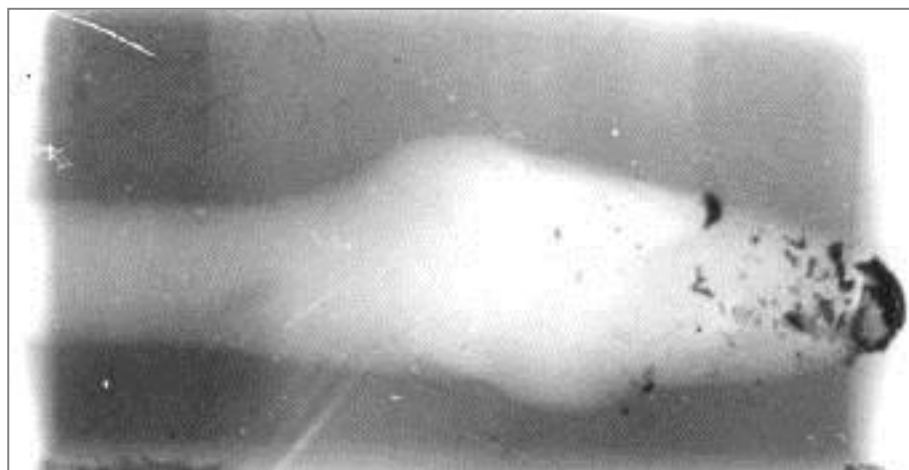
Момент фрагментації раячого снаряду за даними імпульсної рентгенографії.
